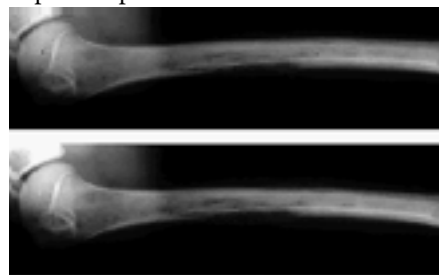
Aspectul radiografic în osteomielita acută
